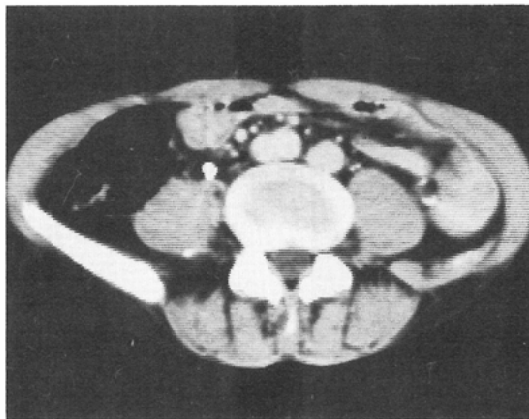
Bilateral IVC. Left-sided IVC unites with left renal vein (a). At lower level, CT scans show IVC on either side of the abdominal aorta (b,c).
